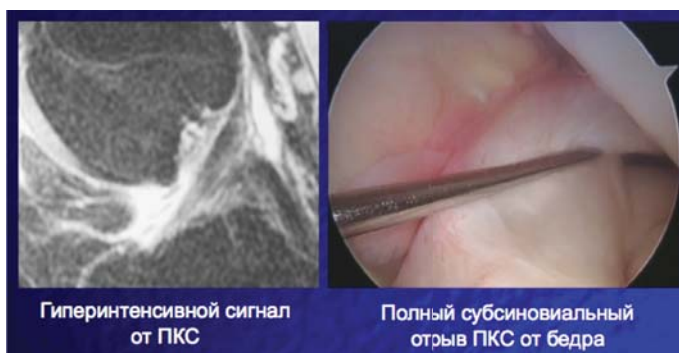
Полное совпадение результатов МРТ и артроскопии (полный разрыв передней крестообразной связки).
